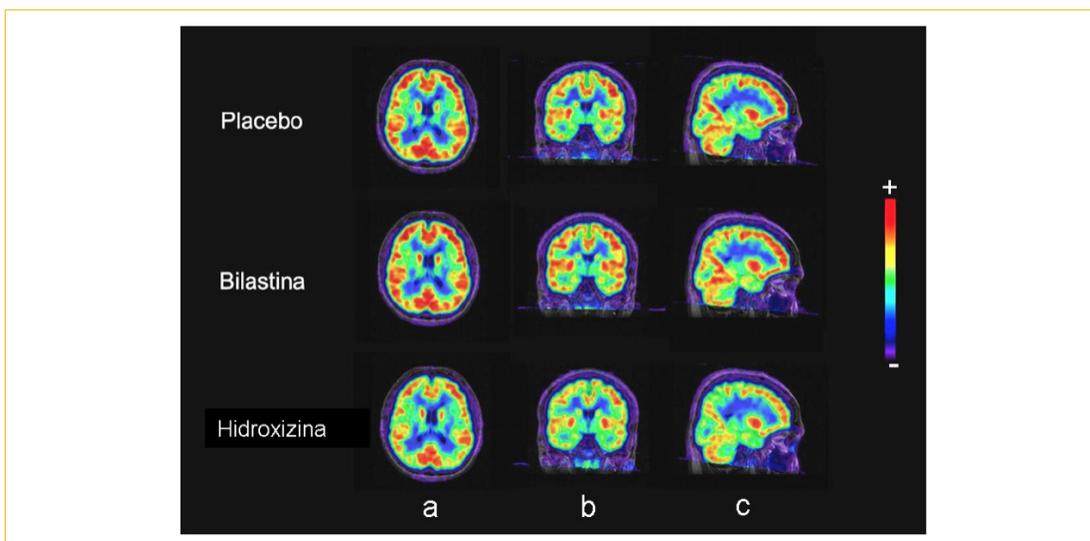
Imágenes representativas del estudio BILA-3111/PET. La serie a) corresponde con un plano horizontal. La serie b) con un plano coronal y la serie c) con un plano sagital. Las zonas de mayor cantidad de receptores H1 marcados con [¹¹C]-doxepina se corresponden con el color rojo (+).
